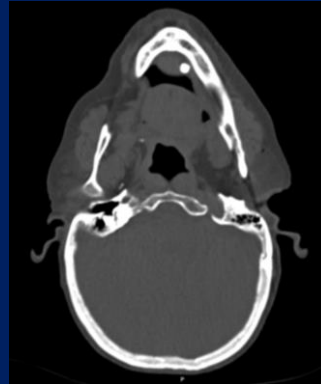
Sialólito no ducto de *Wharton* esquerdo, visível no corte axial de TC maxilofacial.
